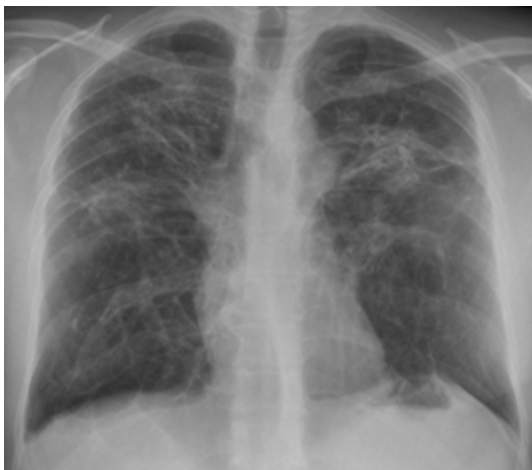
Radiographie de thorax de face : masses de fibrose pulmonaire prédominant dans les lobes supérieurs (stade 4).
